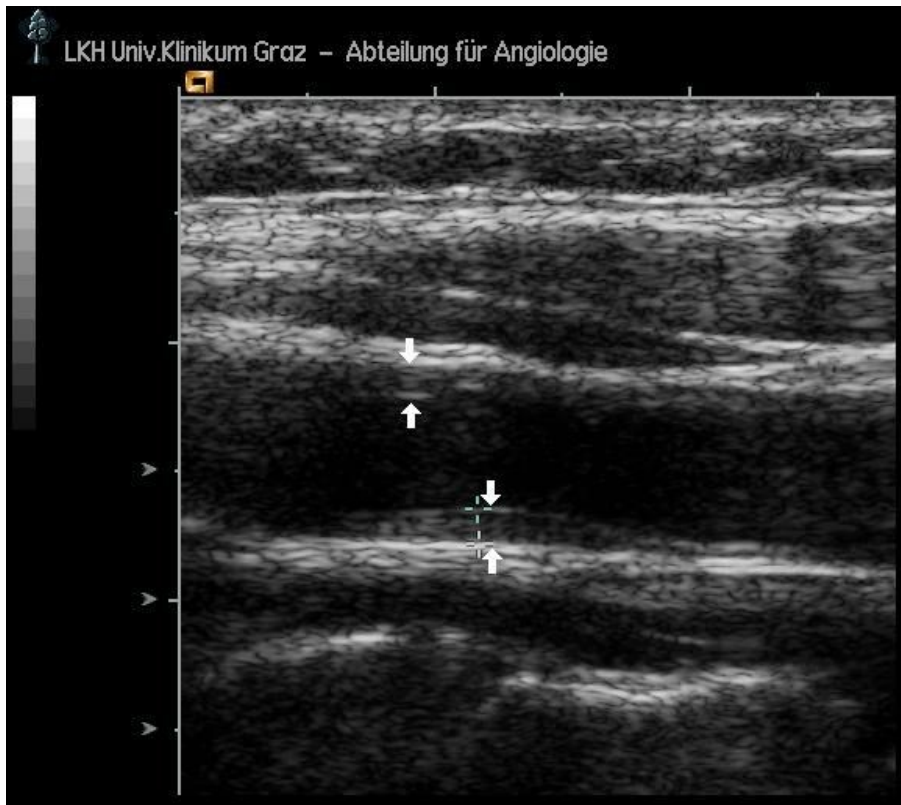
B-Bild Sonographie der A. carotis communis in longitudinaler Schnittführung. Sowohl an der Schallkopf-nahen als auch –fernen Wand ist eine deutliche Verbreiterung der IMT auffällig (Pfeile).
